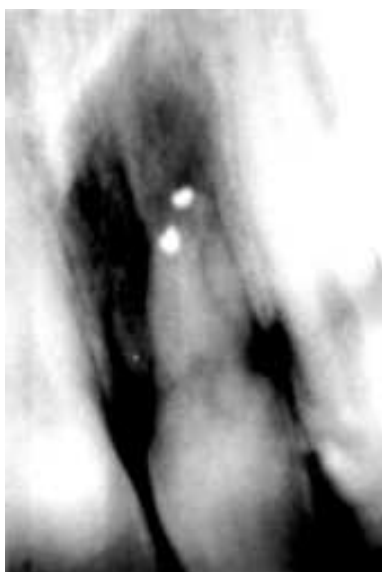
Radiografia periapical pós-operatória. Cicatrização óssea após 12 meses de controle.
